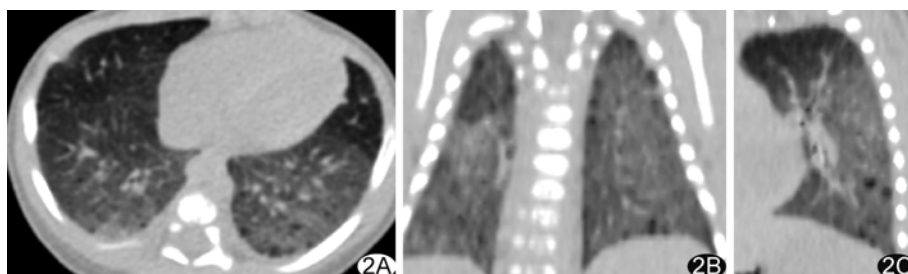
患儿，孕 29 周，出生体质量 1370 g，重度 BPD 生后 37 天轴位(A)、冠状位(B)及矢状位(C)CT 图像示双肺透光度减低呈广泛磨玻璃样，双肺上、下叶见多个大小不等的囊泡影，胸膜下居多
